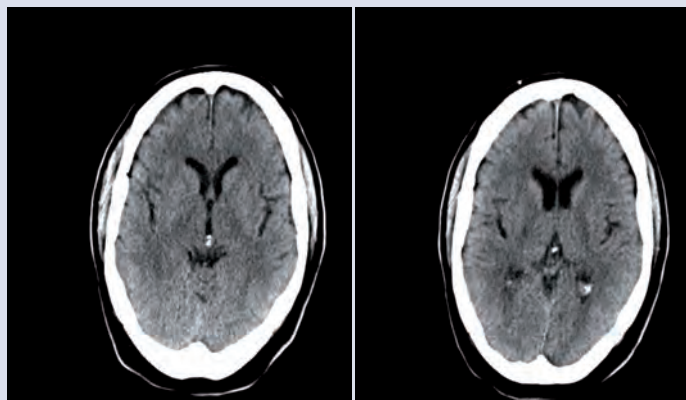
TC Craneal sin contraste
